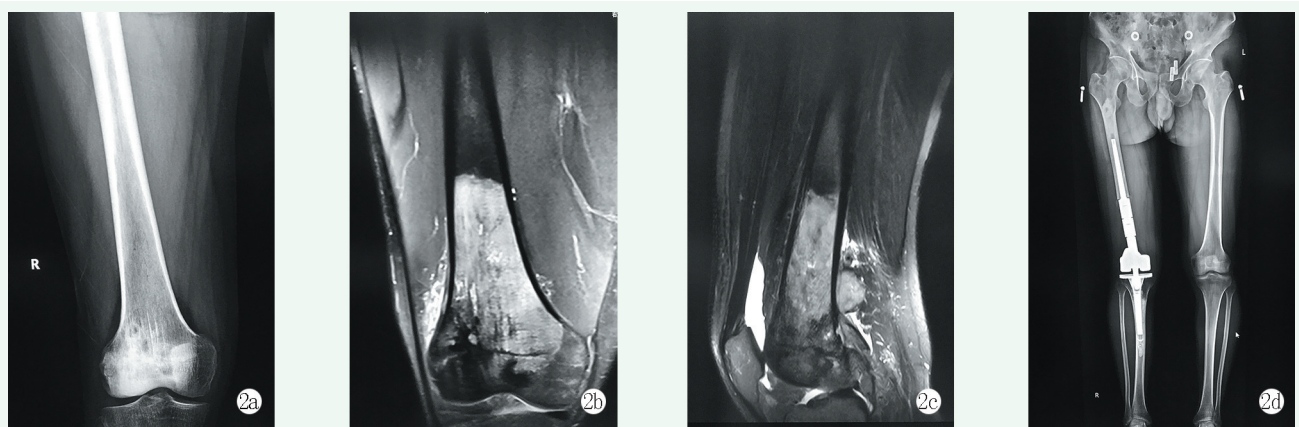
患者, 男, 47岁, 活组织检查诊断为 BUPS, IIB 期 2a: 术前 X 线片示股骨远端骨质破坏 2b, 2c: 术前 MRI 示后方软组织包块, 肿瘤在股骨远端及周围软组织内范围 2d: 术后 X 线片示肿瘤膝关节假体位置良好
